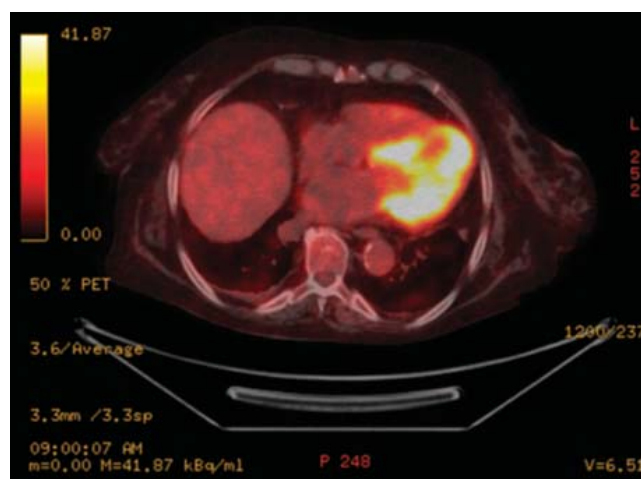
PET-CT donde se observa imagen hipercaptante en el bazo con reforzamiento perilesional, sugestiva de absceso esplénico.
